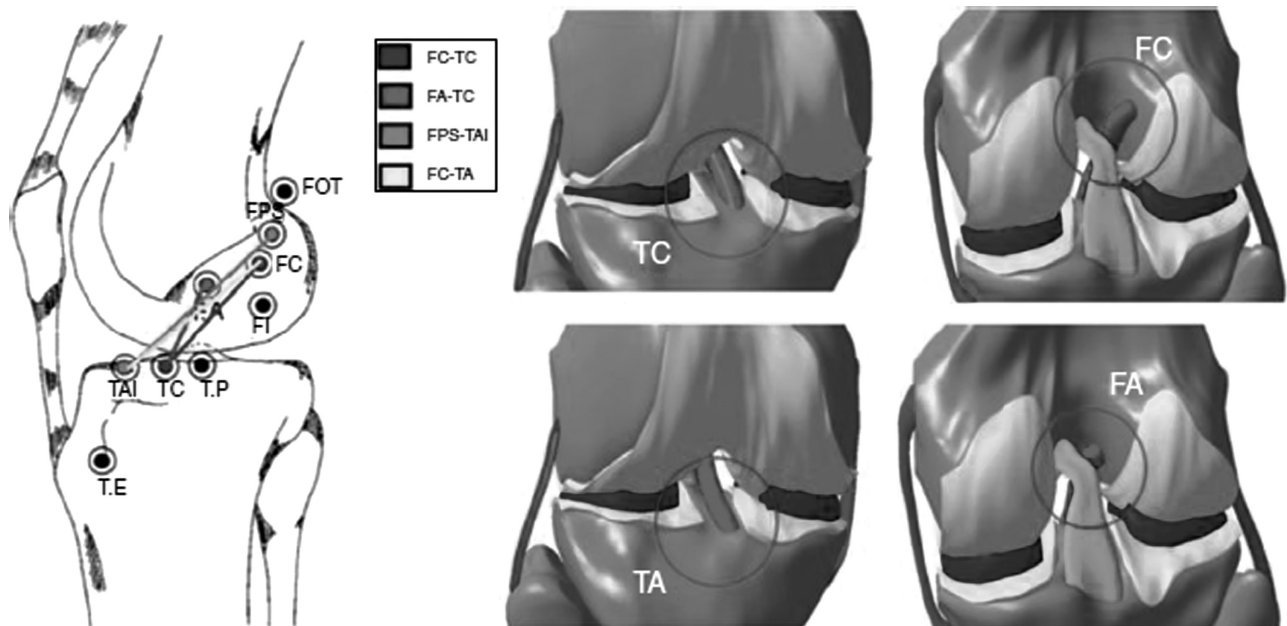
Posição dos túneis ósseos na tíbia e no fêmur analisados. FC-TC, fêmur e tíbia centrais; FA-TC, fêmur anterior e tíbia central; FC-TA, fêmur central e tíbia anterior; FPS-TAI, fêmur posterossuperior e tíbia posição anterointerna.
